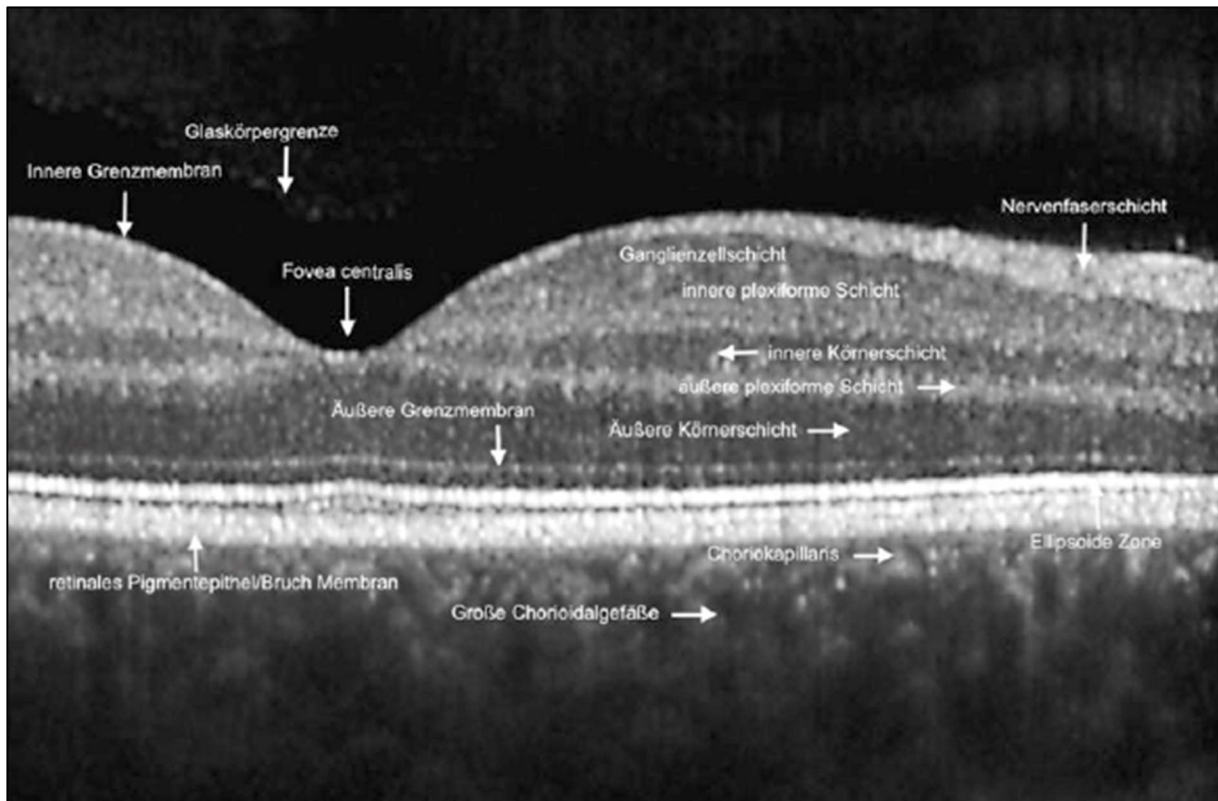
Lasertomographisches Bild der Retina durch OCT; adaptiert nach Grehn (2).
